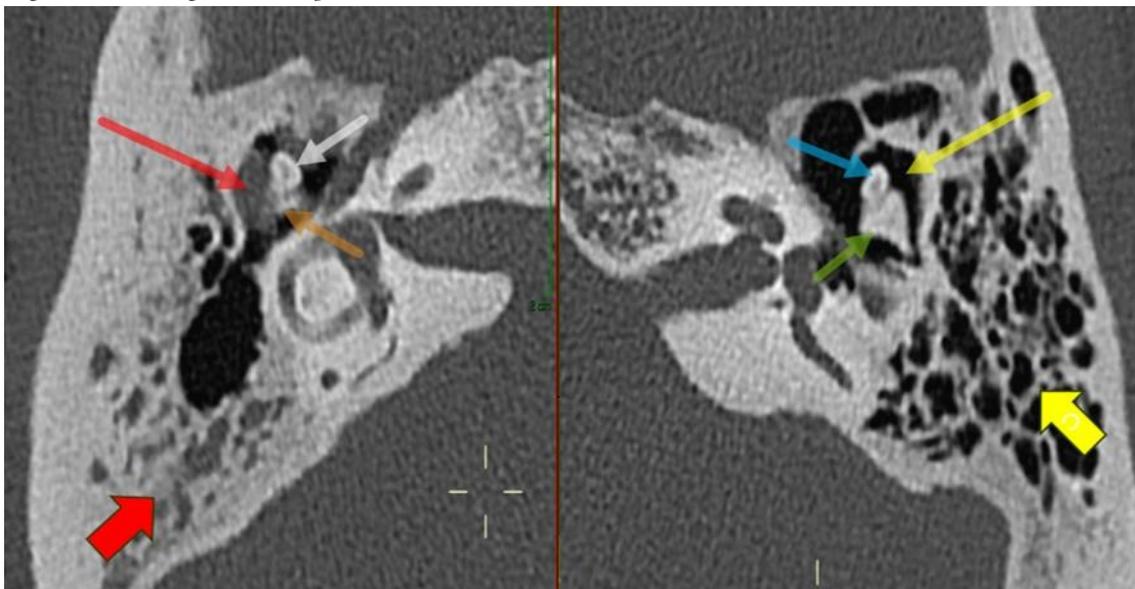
TC de mastóides, cortes axiais. Do lado esquerdo, a cavidade timpânica e as células mastóides estão normoaeradas (setas amarelas). A cadeia ossicular está íntegra, tando a cabeça do martelo (seta azul), quanto o ramo curto da bigorna (seta verde). Do lado direito, há uma otite média crônica colesteatomatosa. Nota-se secreção/material preenchendo as células mastóides (seta vermelha espessa) e a cavidade timpânica, em especial o espaço de Prussak no epitímpano (seta vermelha delgada). Há destruição da cadeia ossicular, em especial do ramo curto da bigorna (seta laranja), com cabeça do martelo preservada (seta branca).
